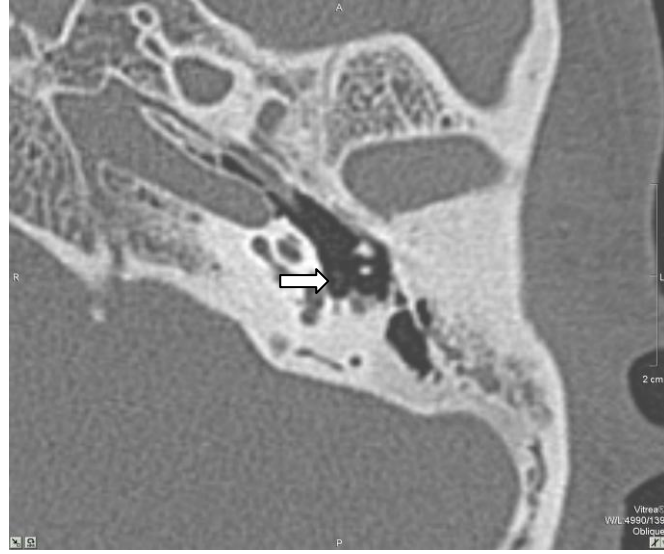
28 yaşında kadın olgu. Temporal BT’de stapes krusları gözlenmiyor.
